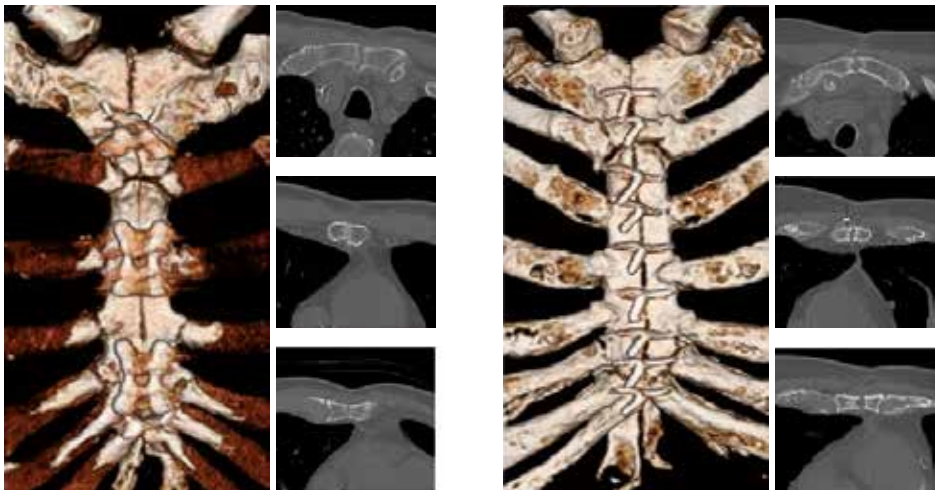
CT der Knochenheilung nach 3 Monaten mit Osteosyntheseplatten (links) und Drahtcerclage (rechts)
